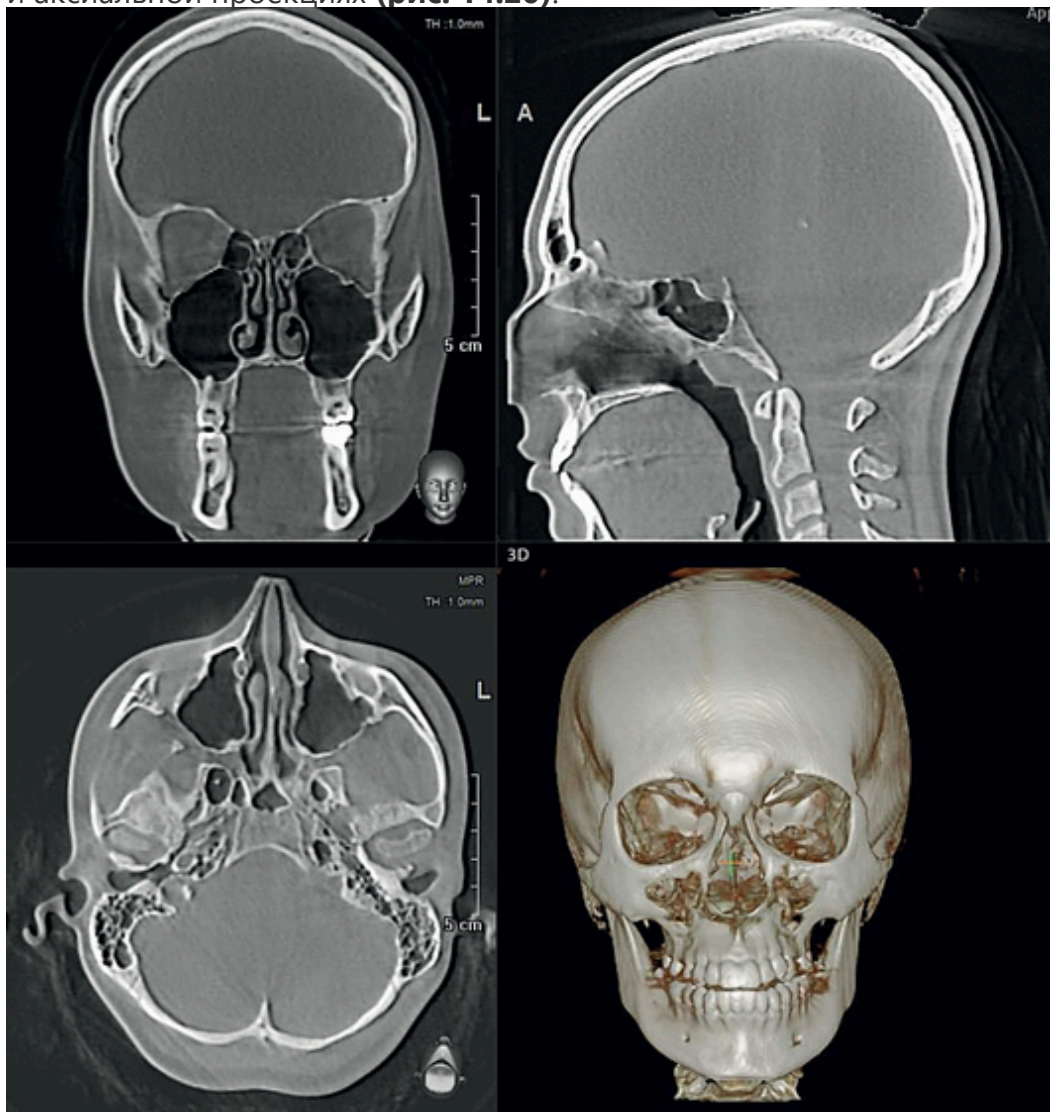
Мультиспиральная компьютерная томограмма черепа — фронтальная, сагиттальная, аксиальная проекция и объемная
